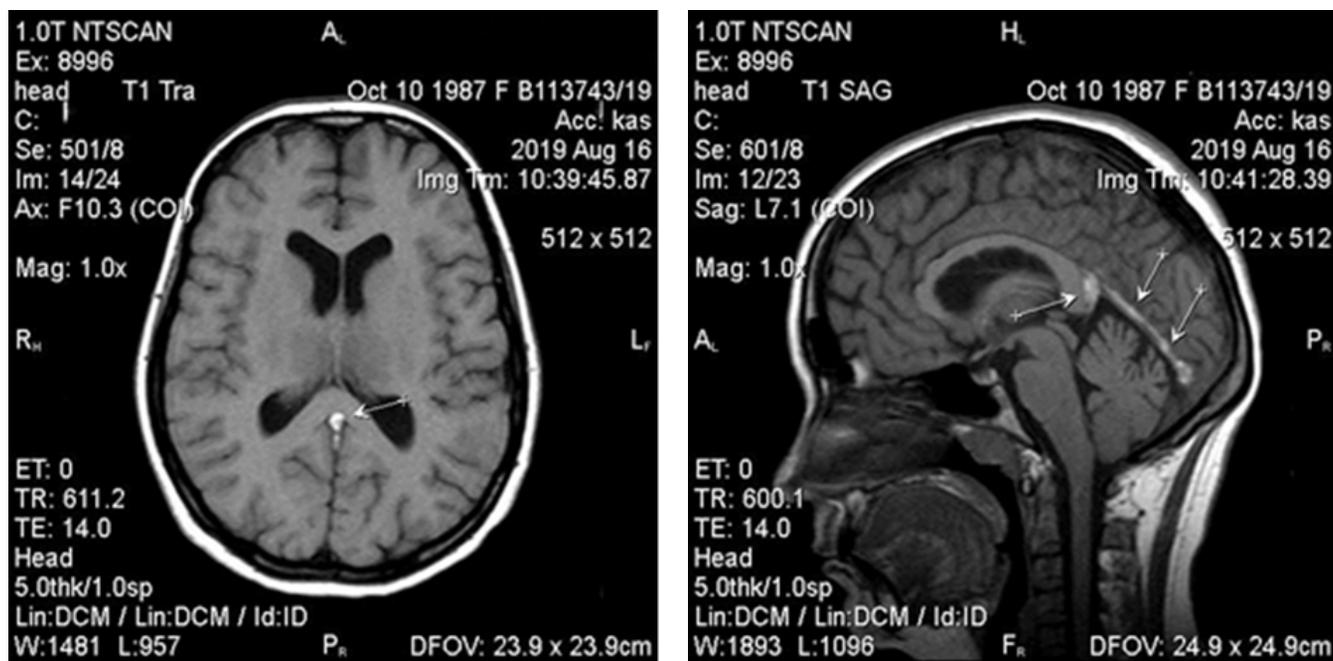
Тромбоз левого поперечного и прямого синусов. МРТ головного мозга в режиме T1 VI в аксиальной и сагиттальной проекциях. В просвете левого поперечного и прямого синусов определяется патологический гиперинтенсивный сигнал, что свидетельствует о наличии тромботических масс
